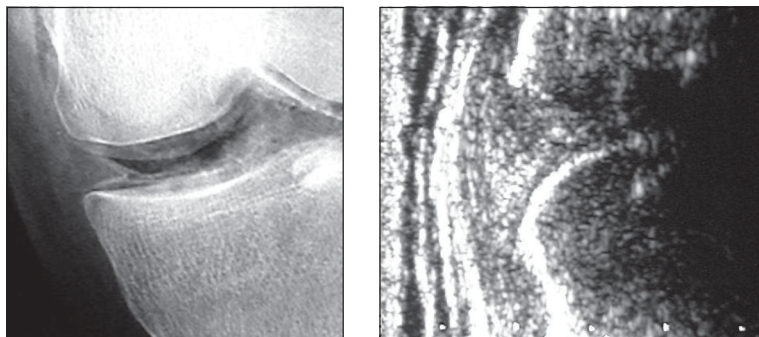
Imágenes comparativas de un menisco interno normal visto por una neumoartrografía y una ecografía. Se destaca la buena visualización del menisco que entrega una señal homogénea a la ecografía.
